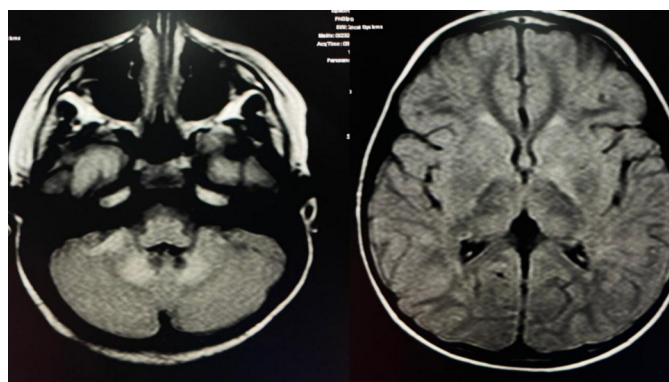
Resonancia magnética de Caso 2
